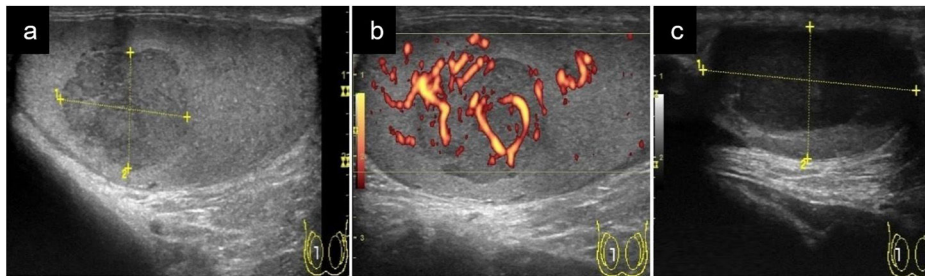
Cortes longitudinales de masas testiculares: a) Masa intratesticular homogénea e hipoeocogénica (medida en ejes longitudinal y anteroposterior con línea discontinua amarilla) con diagnóstico anatomopatológico de seminoma; b) Imagen a con captación Doppler color; c) Masa que ocupa la práctica totalidad del teste (medido en ejes longitudinal y anteroposterior con línea discontinua amarilla) hipoeocogénica con diagnóstico anatomopatológico de linfoma.
